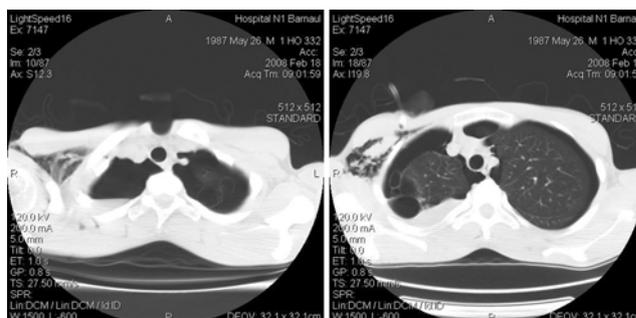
Компьютерные томограммы органов грудной клетки больного 20 лет при выявлении спонтанного пневмоторакса слева
